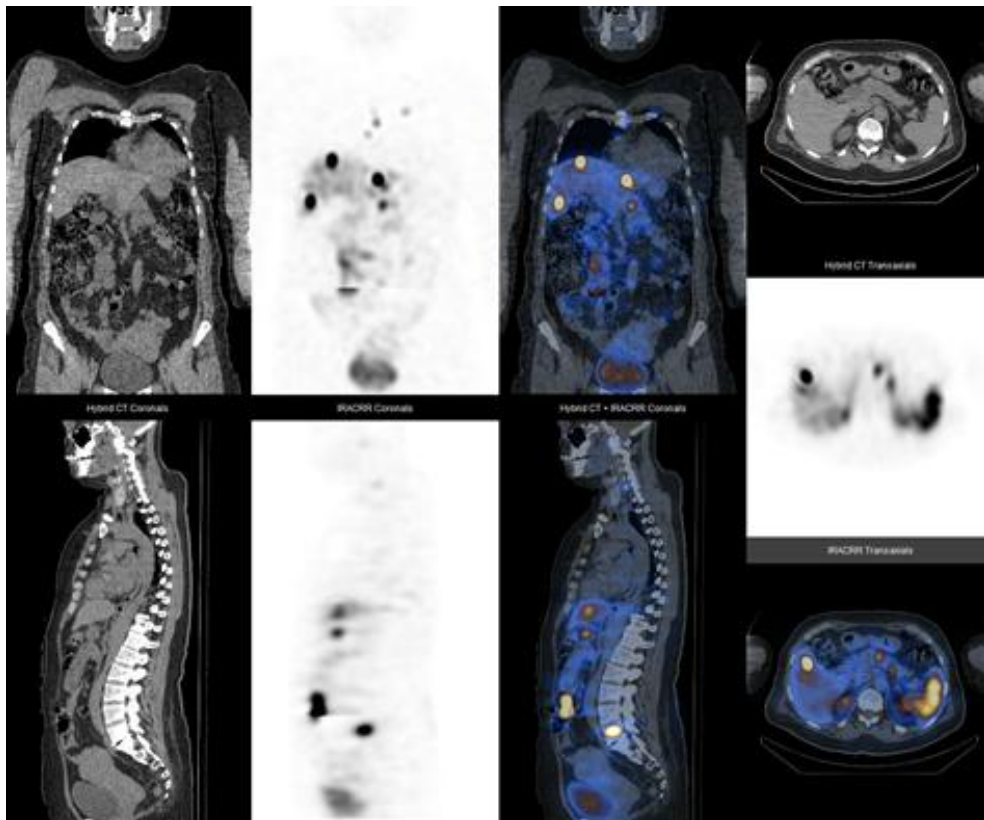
Сцинтиграфия с ^{99m}Tc -Тектротидом у пациента К. в режиме ОФЭКТ/КТ
